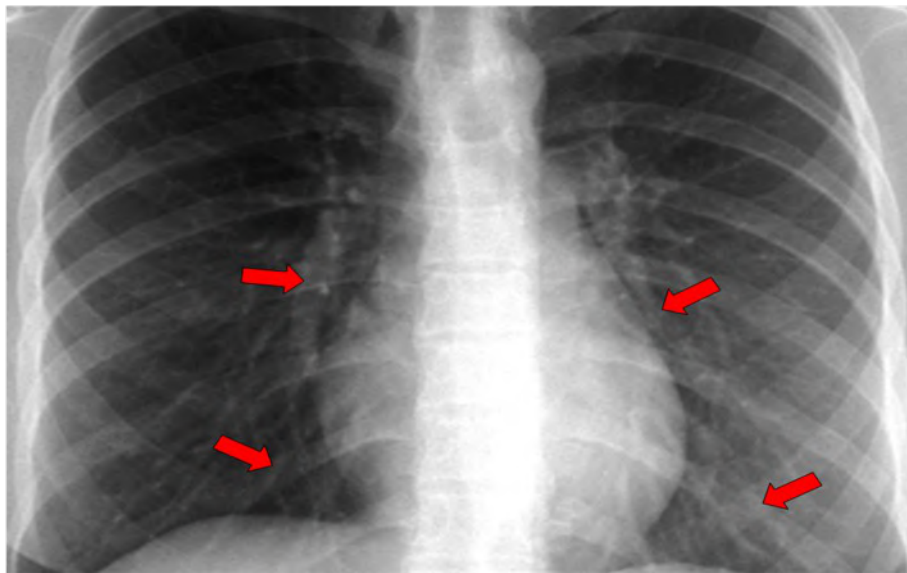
Nas radiografias do tórax os vasos (artérias e veias pulmonares) são as estruturas mais facilmente identificadas. Apenas os brônquios de maior calibre são visíveis radiograficamente. As demais estruturas estão abaixo da resolução do método. A TCAR permite que se identifiquem estruturas vasculares de menor calibre e que estão presentes no interior do LPS, enquanto brônquios podem ver vistos até 1cm da superfície pleural.
